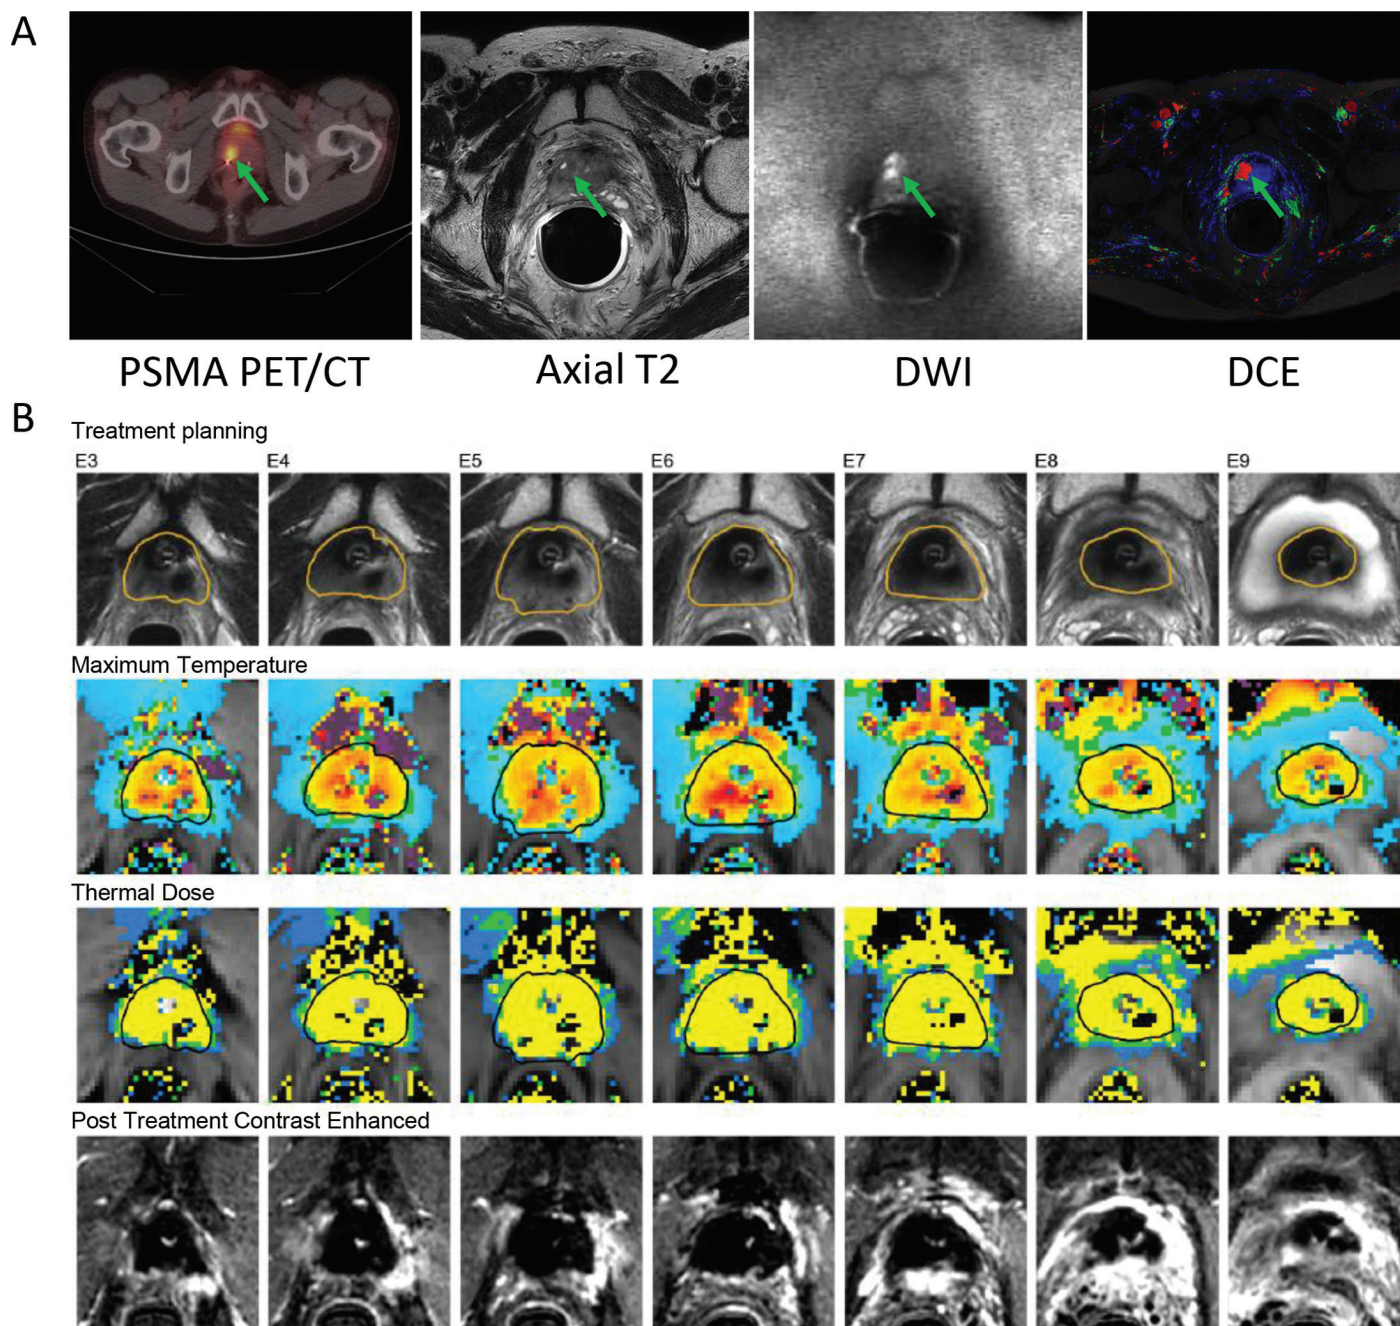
Varón de 63 años con antecedentes de radioterapia de haz externo en 2015 por cáncer de próstata del grupo de grado 3 (PSA inicial 6,7 ng/mL, PSA nadir 0,6 ng/mL). Tuvo un aumento progresivo del PSA en 2018 de 2,2 ng/mL a 17 ng/mL en 2022. El estudio con MRI de próstata demostró una lesión en la zona periférica anterior de la base derecha que se extendía hacia la zona de transición anterior. Tomografía por emisión de positrones (PSMA PET)/TC concordante del antígeno prostático específico de membrana sin evidencia de enfermedad metastásica. Enfermedad recurrente de grado 3 comprobada por biopsia. A, Estudio que demuestra lesión recurrente en PSMA PET/CT y MRI multiparamétrica de próstata. B, Plan de tratamiento de casi toda la glándula con preservación del haz neurovascular bilateral (NVB). Mapa de temperatura máxima y dosis térmica de tratamiento. Tenga en cuenta los efectos de los marcadores fiduciales en los datos de termometría. Resonancia magnética realizada con contraste posterior al tratamiento con la zona de ablación correspondiente de la ablación casi completa de la glándula. DCE indica contraste dinámico mejorado; DWI, imágenes ponderadas por difusión.
